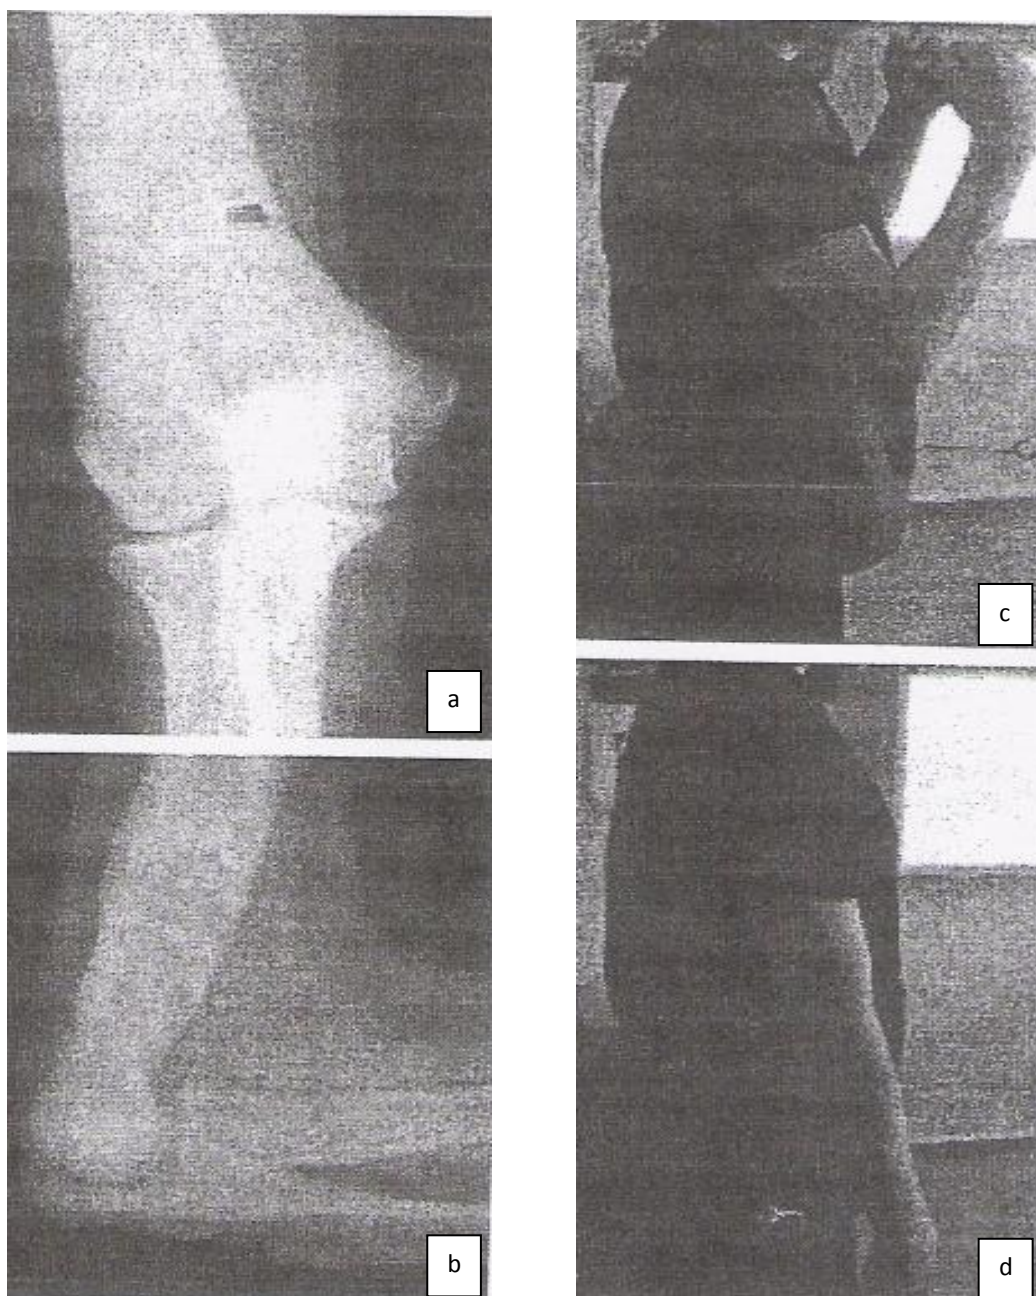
Radiographie du coude face et profil chez le même patient (a, b) avec récupération d'une mobilité articulaire complète à 6 semaines du postopératoire (c, d). [14]
